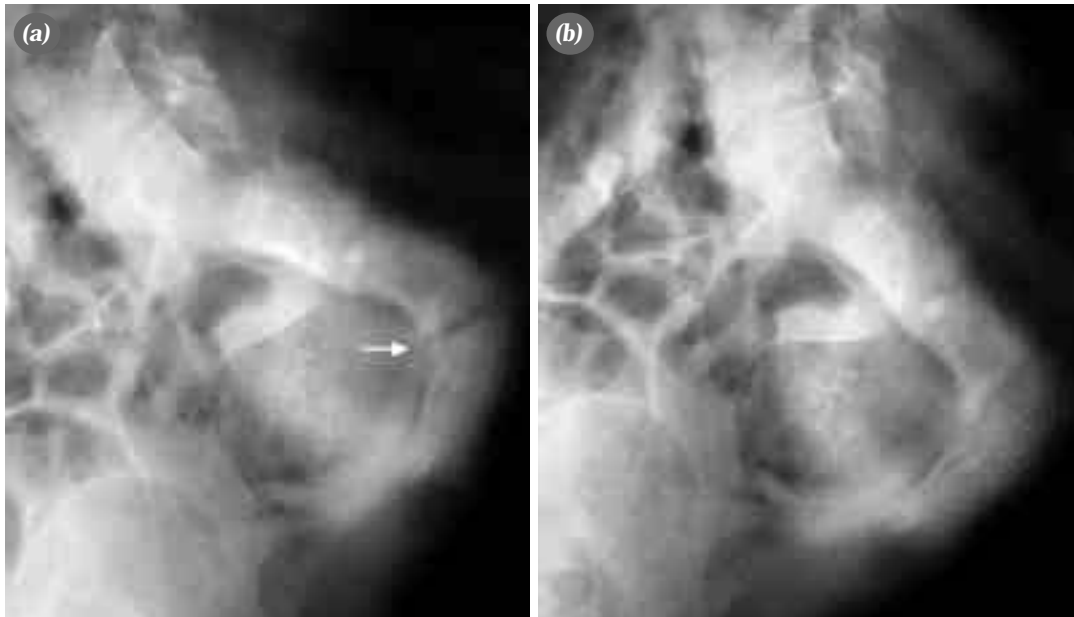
(a) Ön-arka ve (b) yan pelvis radyografileri. Ön-arka grafide görülmeyen, sakral üçüncü vertebrada öne deplasman gösteren ayrışmış, Salter-Harris sınıflamasına göre tip II epifizyoliz gözlenmekte. (d, e) T₂-ağırlıklı sagittal manyetik rezonans görüntülerde sakral üçüncü vertebrada tip II epifizyoliz gözleniyor. Nörolojik yapılar üzerinde herhangi bir bası izlenmemekte.
